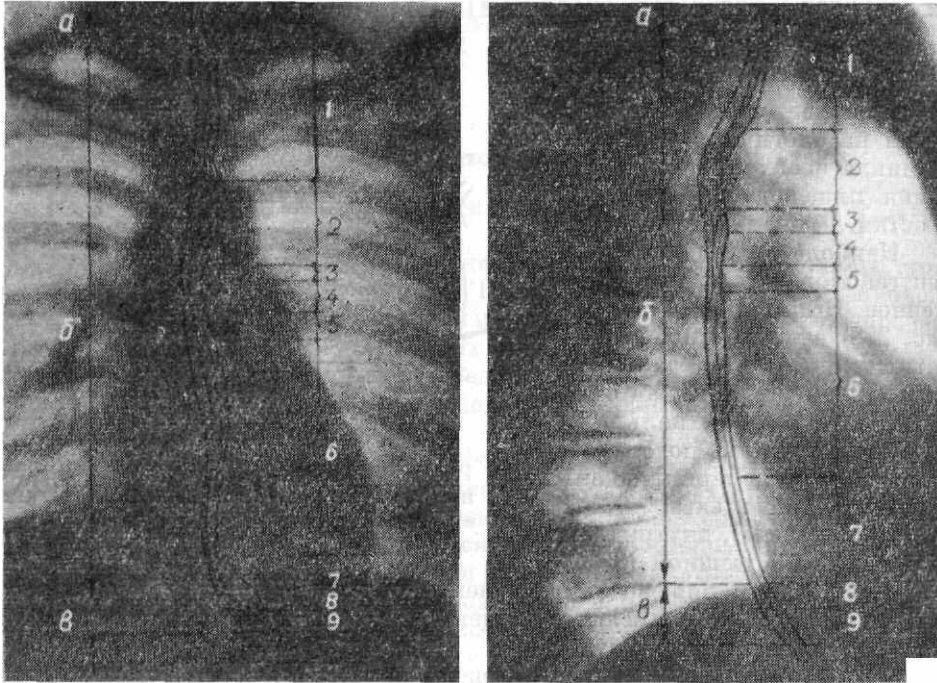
Рентгенограммы пищевода в прямой передней и боковой проекциях.
